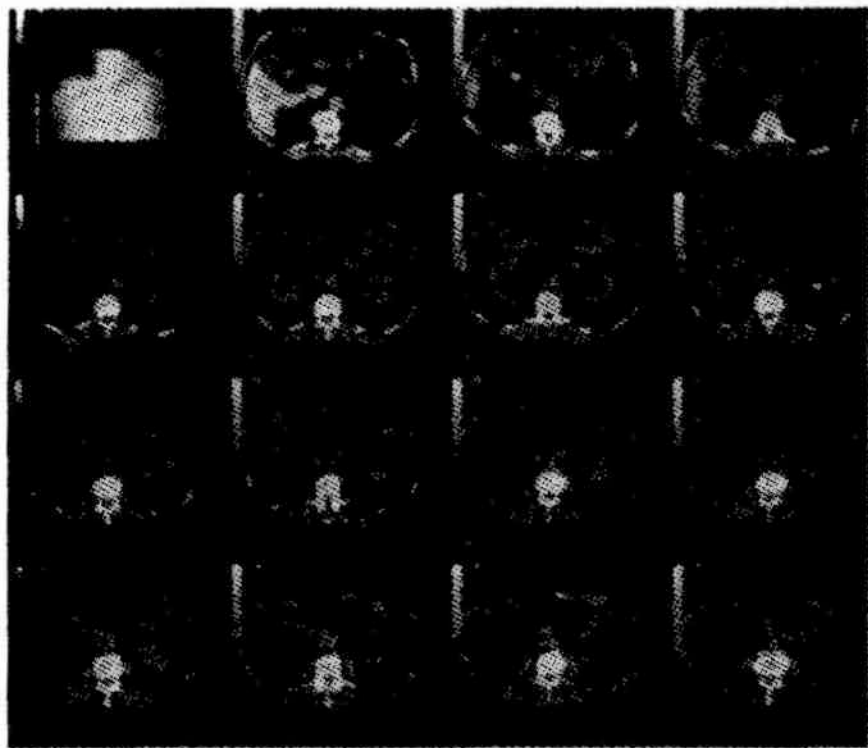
Компьютерная томограмма. Опухоль почки
